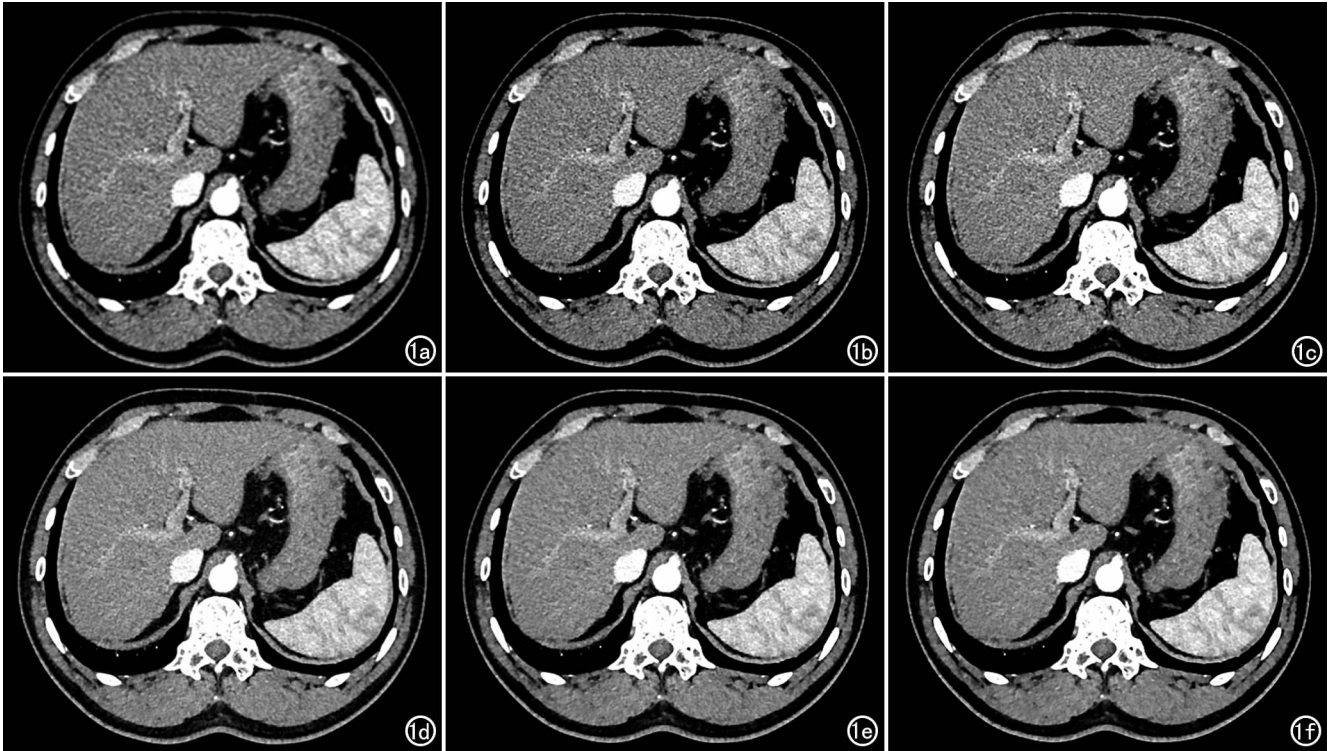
男,56 岁,腹痛原因待查患者,腹部 CT 增强动脉晚期图像。a) FBP 重建图像;b) SAFIRE 1 重建图像;c) SAFIRE 2 重建图像;d) SAFIRE 3 重建图像;e) SAFIRE 4 重建图像;f) SAFIRE 5 重建图像。其中以 SAFIRE 3 重建图像的图像质量整体评分最高。
